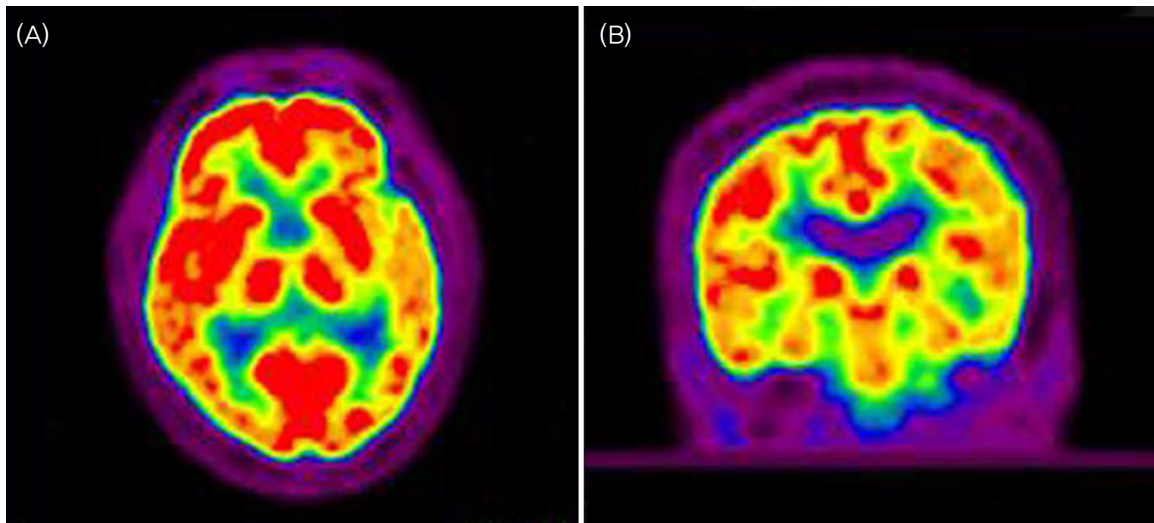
Brain FDG-PET shows mildly decreased glucose metabolism at left parieto-temporo-occipital lobe.
